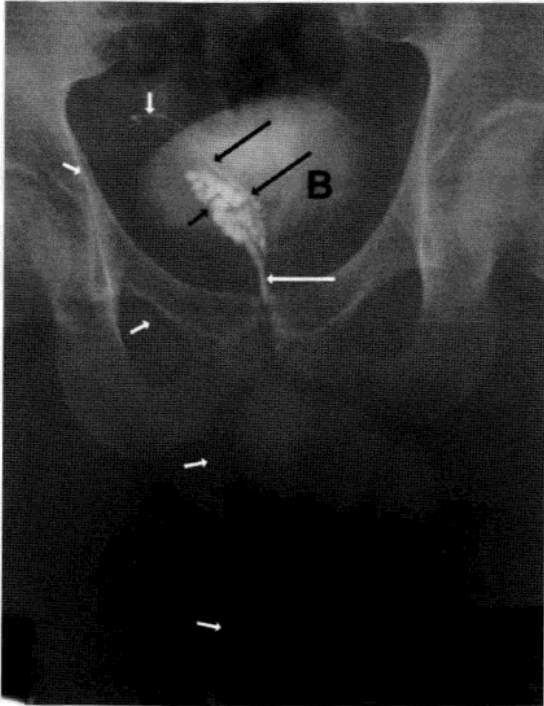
精囊，输精管造影术下的正常输精管解剖。31 岁男性患者，患有隐睾畸形，无精症伴有右侧腹股沟疝，睾丸活检正常。精囊，输精管造影术骨盆平片显示，正常输精管(白色箭头)，输精管壶腹部(长黑箭头)，右侧精囊(黑箭头)，和右侧射精管(长白箭头)。同时注意不透光显影的逆行膀胱造影。
